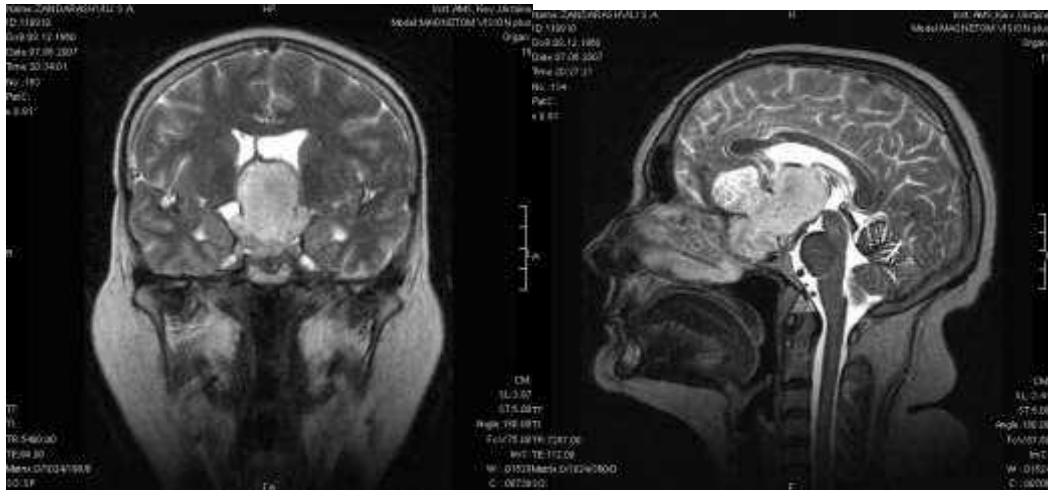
Спостереження №12 Хвора 3-лі С.А. (історія хвороби №925). МРТ головного мозку в коронарній та сагітальній площині
